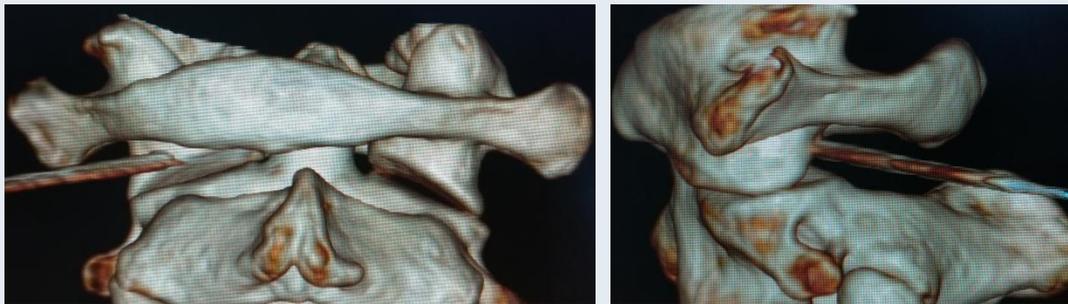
CT 下三维后面观穿刺针针尖位于患侧寰枢外侧关节间中点略偏下位置
